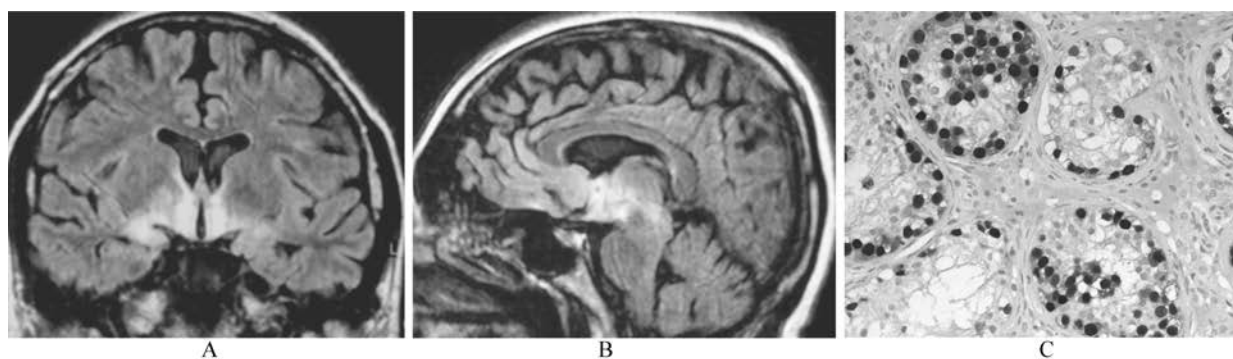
抗 Ma2 相关脑炎患者的 MRI 及肿瘤
